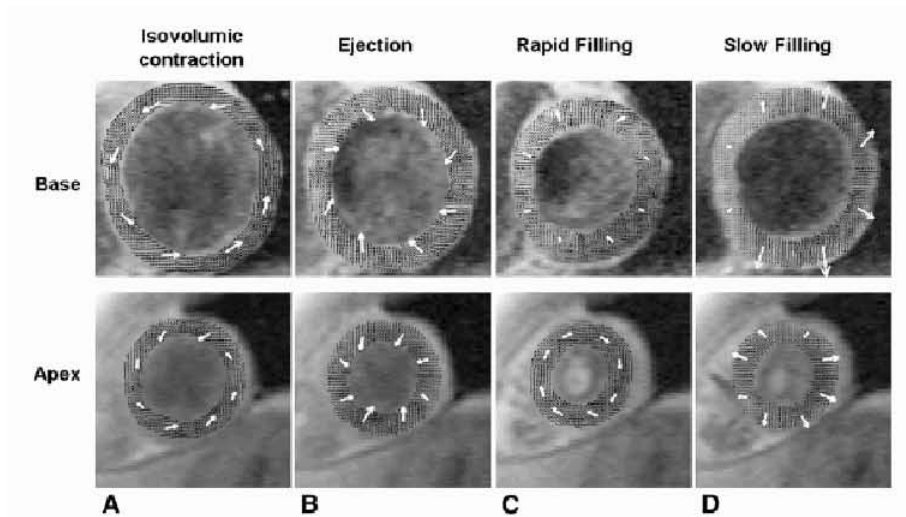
Contraction ventriculaire gauche étudiée par IRM en séquence de contraste de phase en coupes petit-axe à la base (rangée du haut) et à l'apex (rangée du bas), en respiration libre chez un volontaire sain. Les flèches représentent la vitesse et la direction du déplacement moyen dans la région, avec notamment lors de l'éjection (systole) la rotation horaire de la base et antihoraire de l'apex. [Tiré de Buckberg. J Thorac Cardiovasc Surg 2008]
